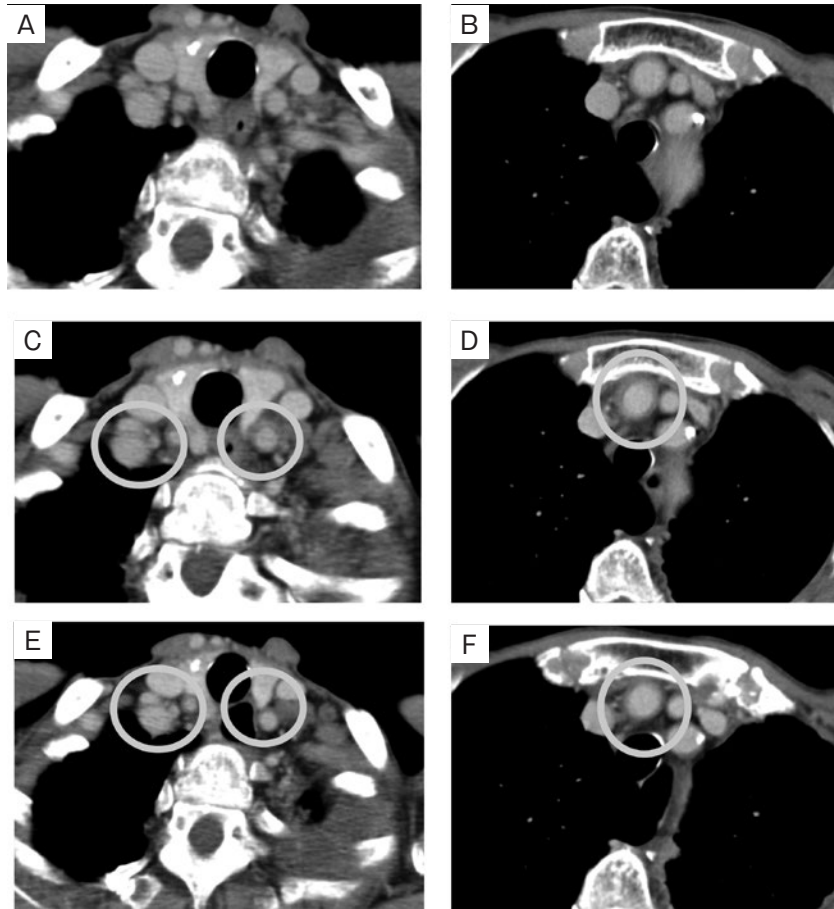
胸部造影CT. (A, B) 入院3ヶ月前のCTでは左胸水を認めるものの、血管炎の所見は認めなかった. (C, D) 入院時のCTでは両側総頸動脈、右腕頭動脈の壁肥厚を認めた(丸印). (E, F) 治療開始2ヶ月後のCTでは血管の壁肥厚は消失した(丸印).
